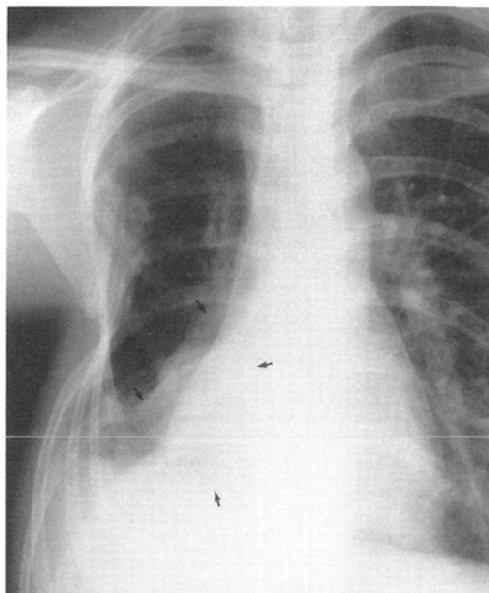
Plain chest radiograph shows abnormal mass shadow (→) in the inferior medial portion of right lung and atelectasis of right middle and lower lobes (→) and marked deformity of right ribs.
